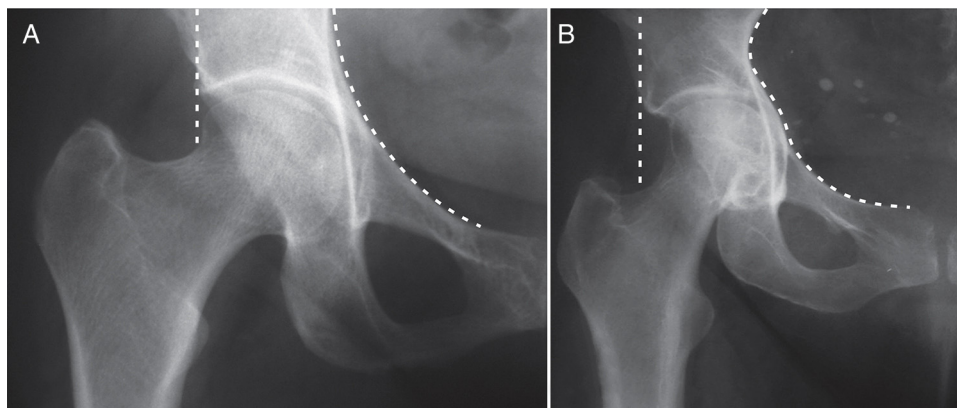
Radiografias em casos de coxa profunda (A) e coxa protrusa (B). Nesse último caso a gravidade do encarceramento cefálico é maior e há abaulamento na linha iliopúbica.
